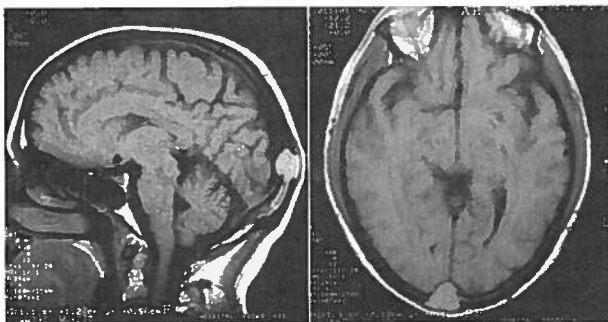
RMN, T1SE, cortes sagital e axial. Lesão intradiploica, de sinal homogéneo, limites bem definidos, ligeiramente hiperintensa
